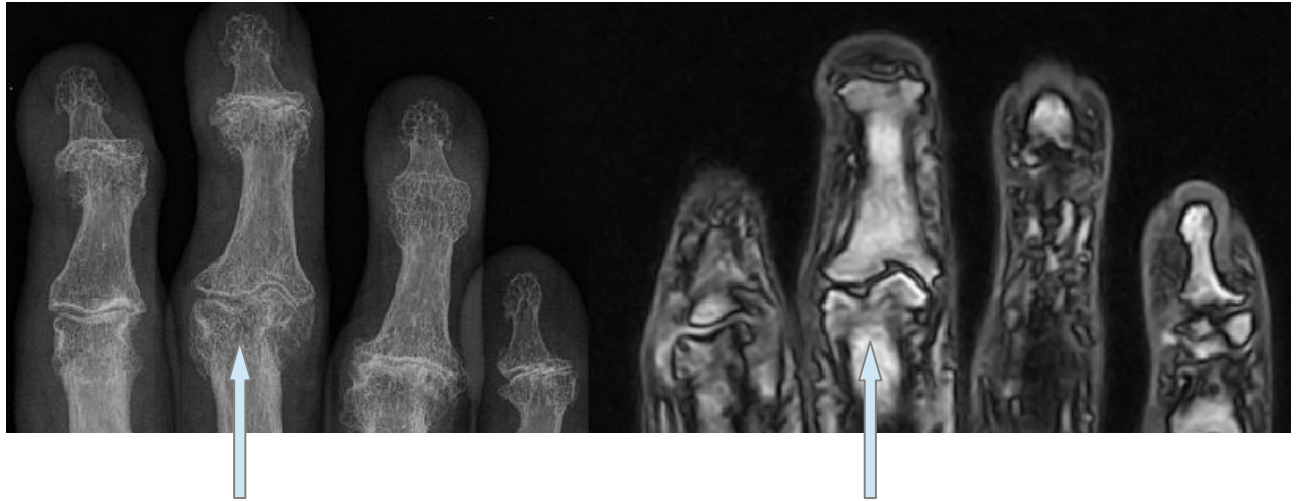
Слева рентгенограмма, справа МРТ в режиме T1. Дефигурация III ПМФС, его «коллапс» по типу «крыльев чайки» с выраженной деформацией суставных поверхностей, крупными эрозивными дефектами и сформированным подвывихом, диагностируются одинаково достоверно при помощи обеих методик визуализации
